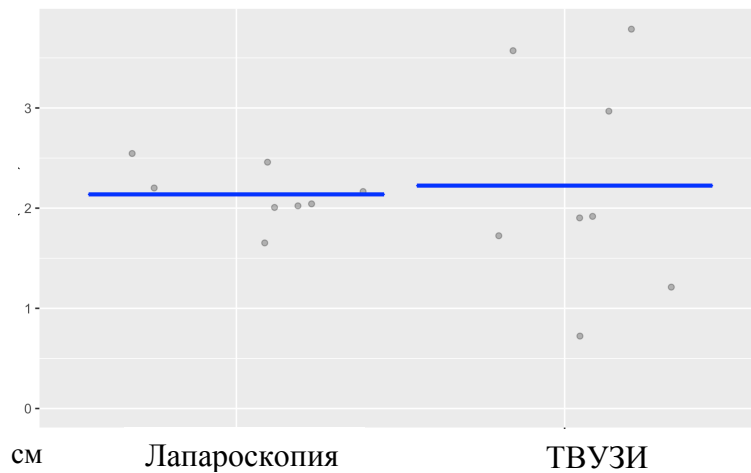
Сравнение размеров эндометриoidных очагов у пациенток IA подгруппы по данным ТВУЗИ и лапароскопии.
